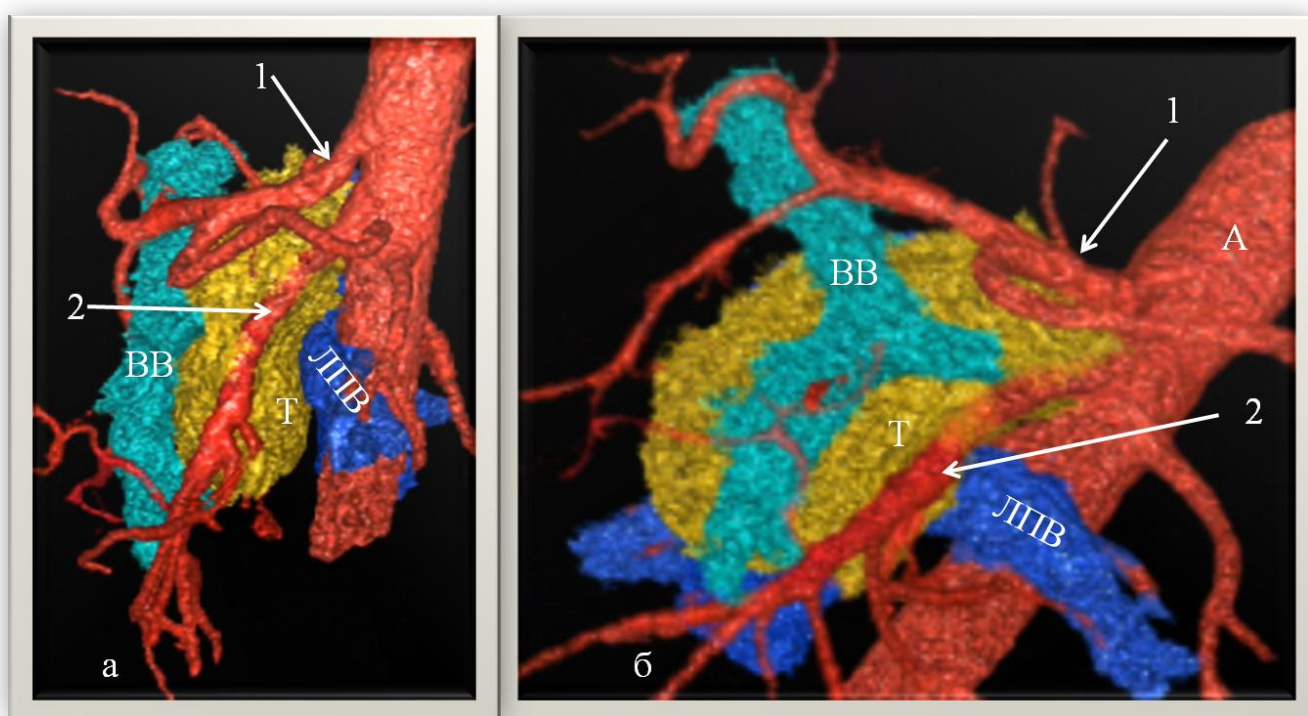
Трехмерная реконструкция КТ. а – вид слева, б – вид спереди и слева. А – аорта, Т – образование, ВВ – воротная вена, ЛПВ – левая почечная вена. 1 – чревный ствол, 2 – верхняя брыжеечная артерия
